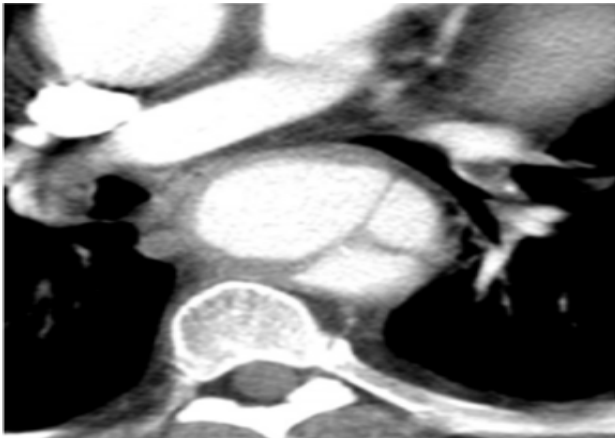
Intimal flap*. CT toraks potongan aksial memperlihatkan *intimal flap* pada diseksi aorta descendens (panah), temuan sekunder berupa hematom mediastinum, hemotoraks (HT) dan hemoperikardium (HP).¹
